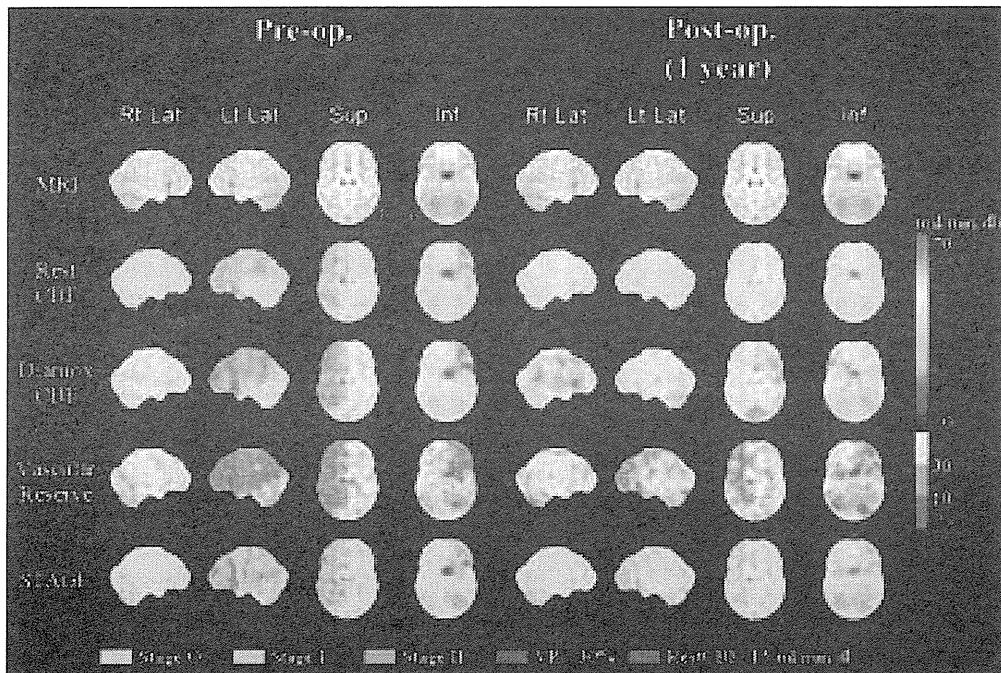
EC-IC Bypass術前術後のIMP-SPECT SEE-JET解析（図2と同一症例）
